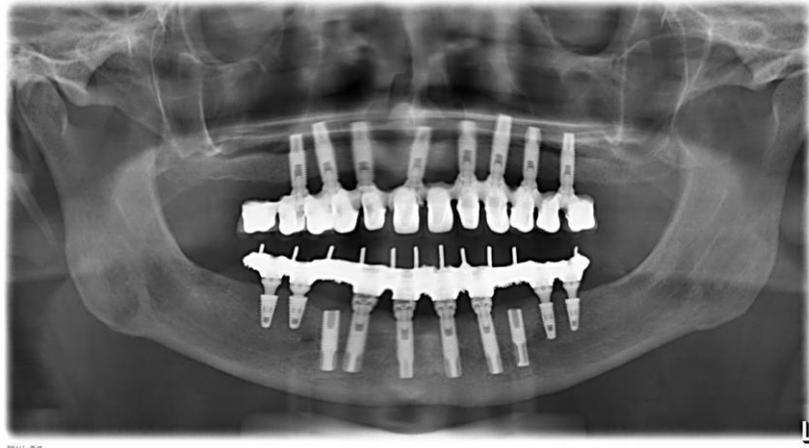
Radiografias pós-operatória
